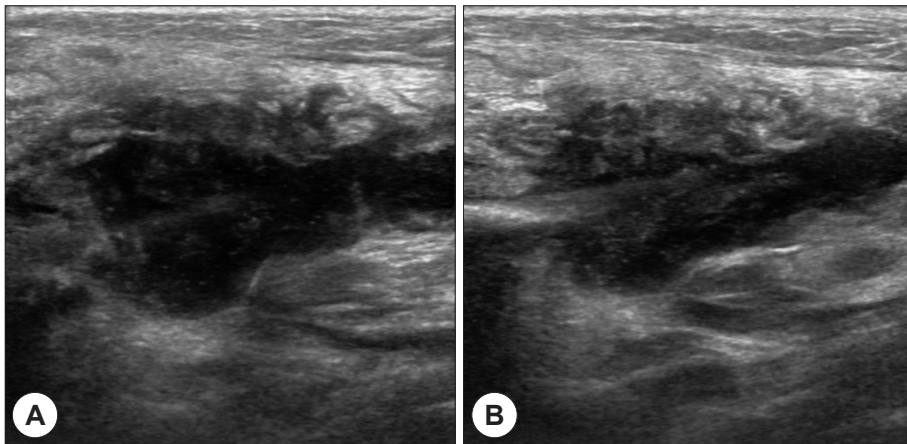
Before aspiration neck ultrasonography. 4.8×2.4 cm abscess in the left parotid gland (A). Aspiration, twice with 18 G needle. A total of 6 cc pus was aspirated. After aspiration neck ultrasonography. About 4.1×1.7 cm residual abscess remains after aspiration (B).
